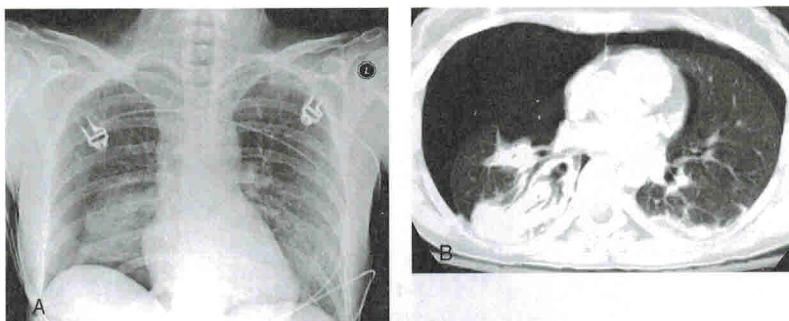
Двусторонний травматический пневмоторакс: справа больше, чем слева. А. На рентгенограмме грудной клетки легче обнаружить правосторонний пневмоторакс, левосторонний труднее. В. Двусторонний пневмоторакс на КТ
